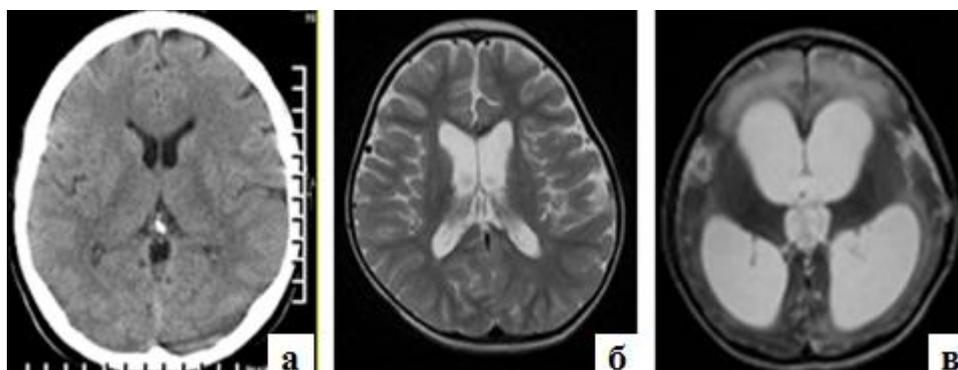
Посттравматические диффузные МСКТ (а) и МРТ (б,в) изменения легкой, средней и тяжелой степени тяжести
